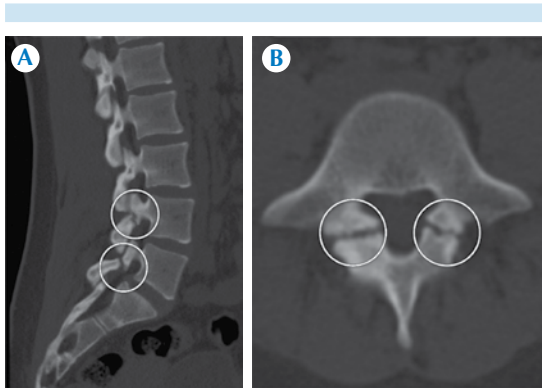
Tomografía computada de columna lumbar con reconstrucciones multiplanares en el eje (A) sagital y (B) axial: lisis en L4-L5 y L5-S1 (círculos).
